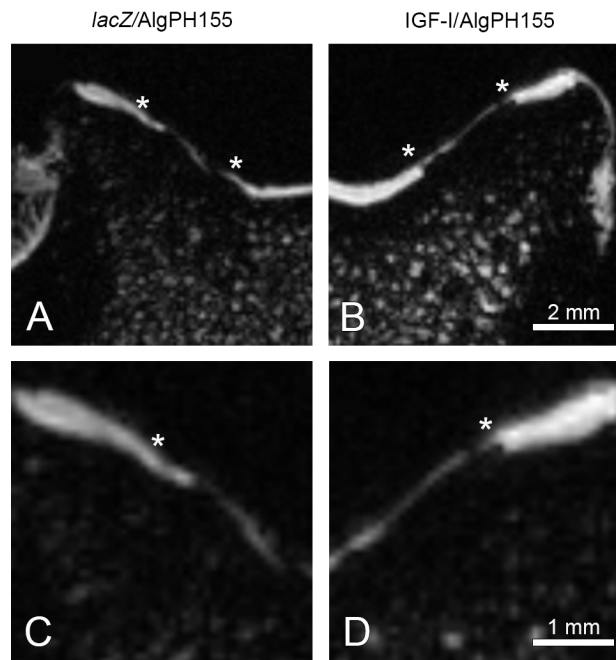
Repräsentative magnetresonanztomographische Bilder der Defektareale ein Jahr post-operativ; linke Spalte: lacZ/AlgPH155 und rechte Spalte: IGF-I/AlgPh155.
